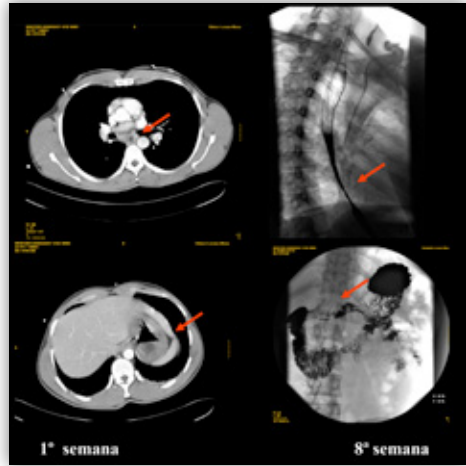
Correlación de hallazgos TC con desarrollo de estenosis esofágica y gástrica en paciente con ingesta autolítica de cáustico.
